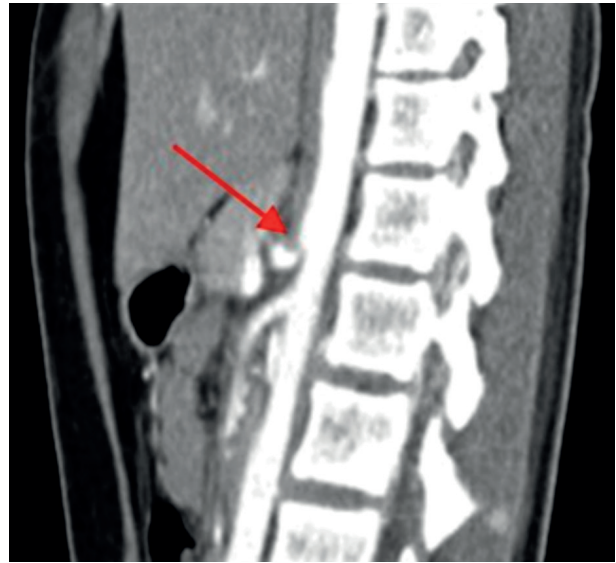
Angiotomografía en espiración, corte sagital (flecha roja: tronco celíaco).
